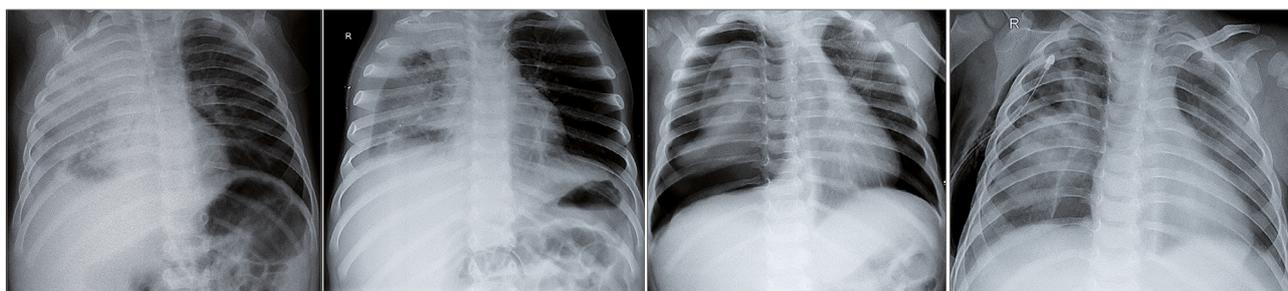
Динаміка рентгенологічних змін ОГК під час стаціонарного лікування, зліва на право (Ro<sub>1</sub> – 1 доба, Ro<sub>2</sub> – 4 доба, Ro<sub>3</sub> – 10 доба, Ro<sub>4</sub> – 15 доба).
